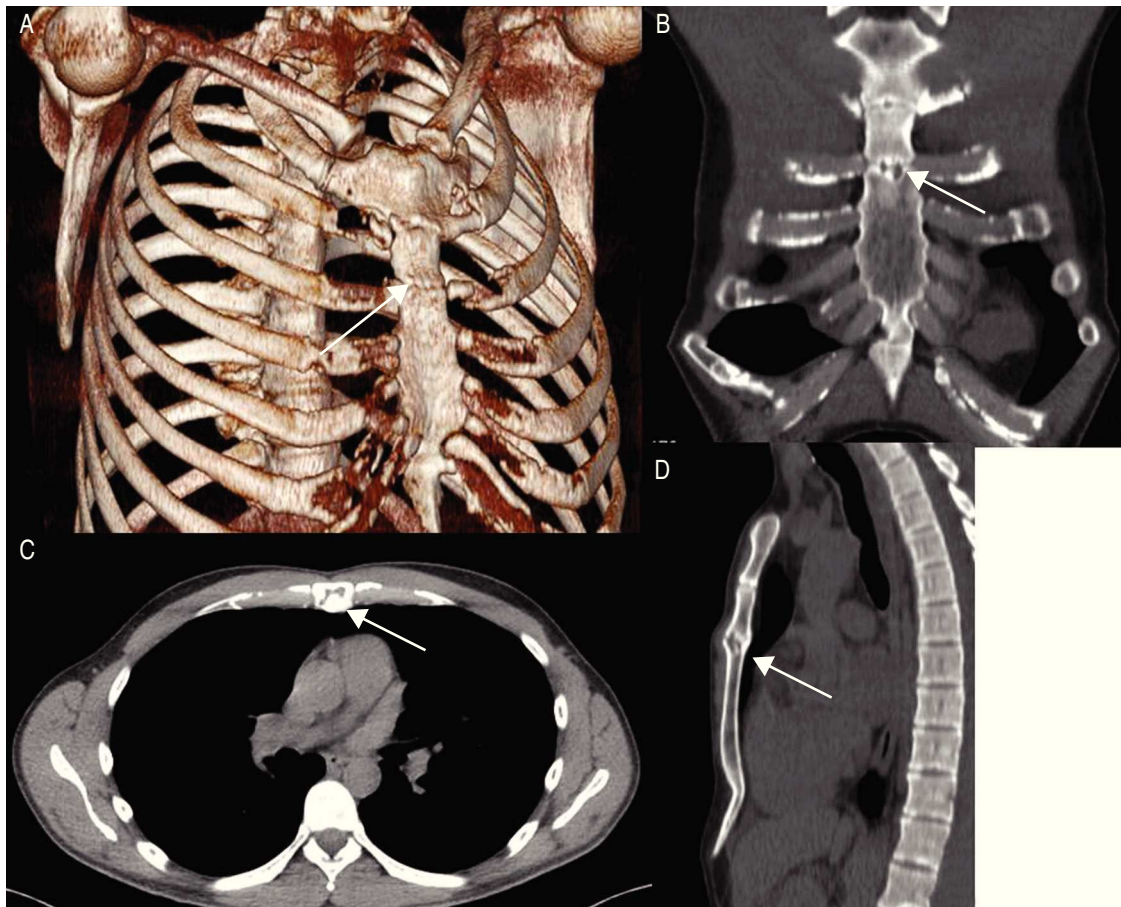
TAC torácico con reconstrucción ósea donde la flecha indica el lugar de la pseudoartrosis en: A) reconstrucción en 3D, B) reconstrucción coronal, C) reconstrucción axial, D) reconstrucción sagital. TAC: tomografía axial computerizada.
